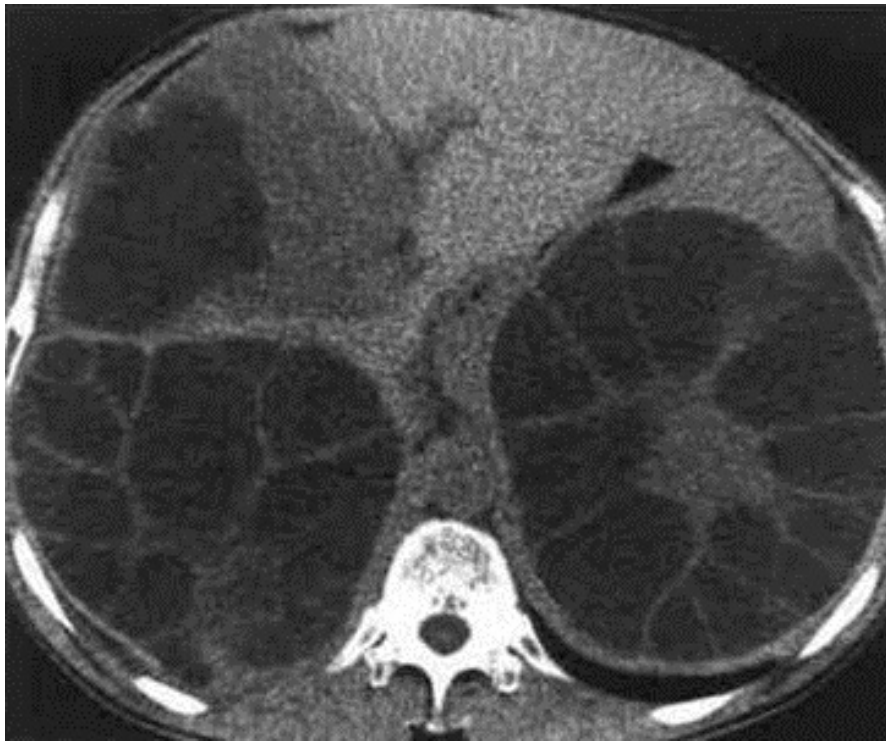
КТ-картина ехінококової кісти
